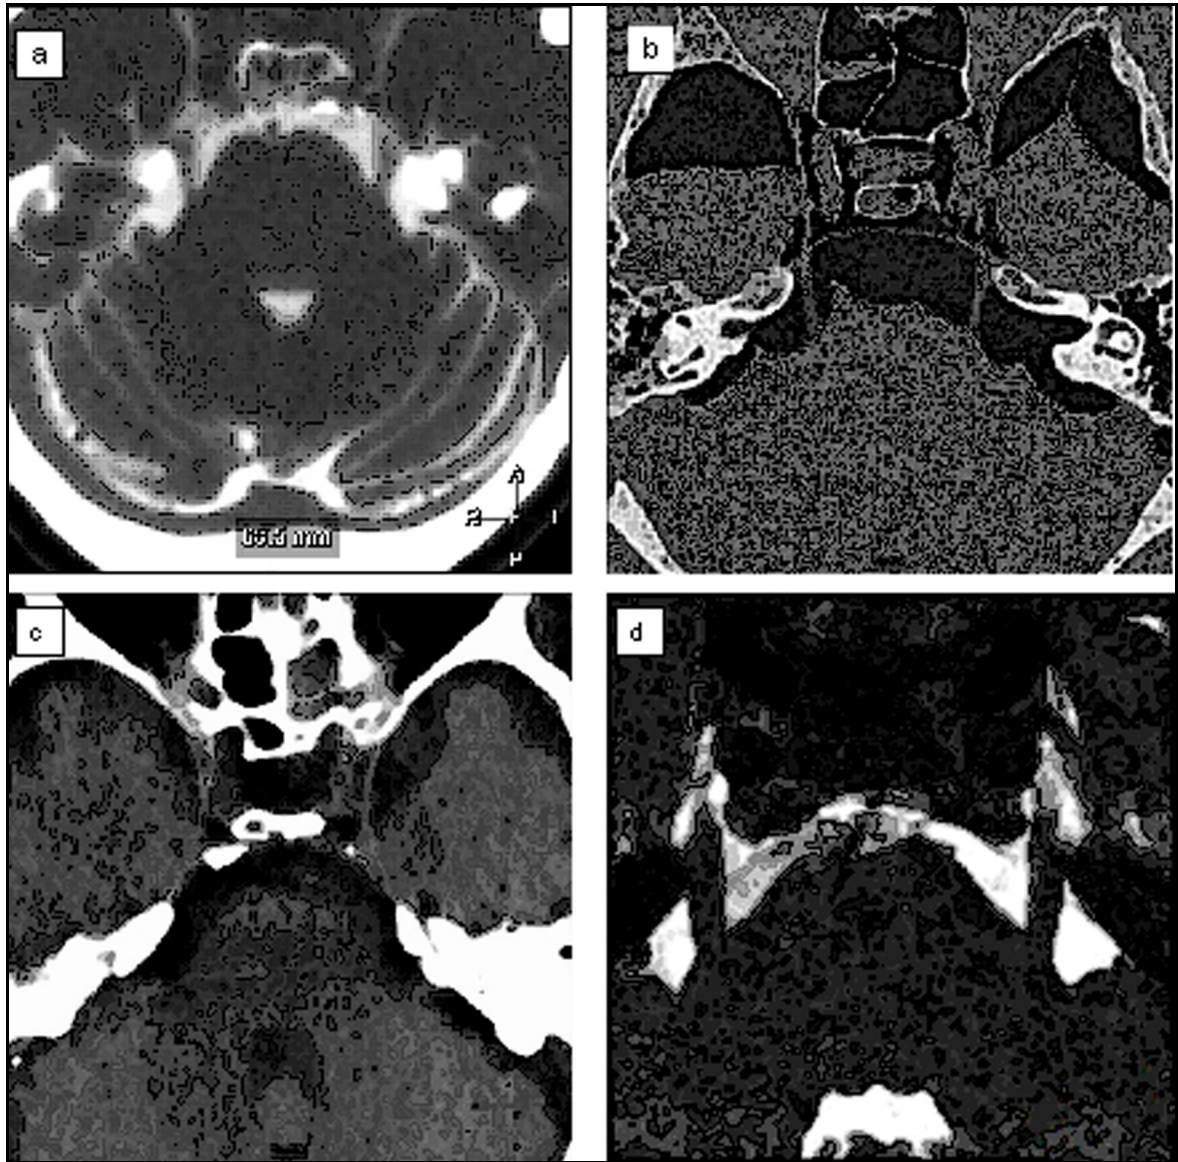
Axiale CT- und MRT-Schnitte auf Höhe der Nn. trigemini im Vergleich
